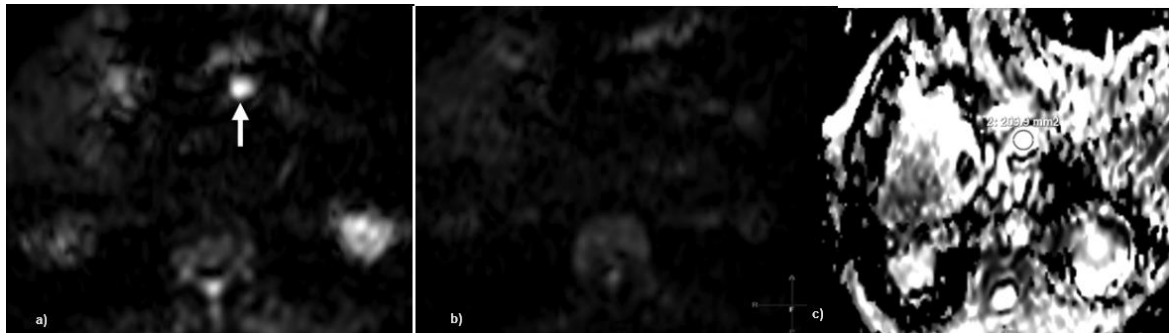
Diagnóstico de cisto simples em DWI a) b 500 s/mm² b) b 1000 s/mm² c) mapa ADC (59)
